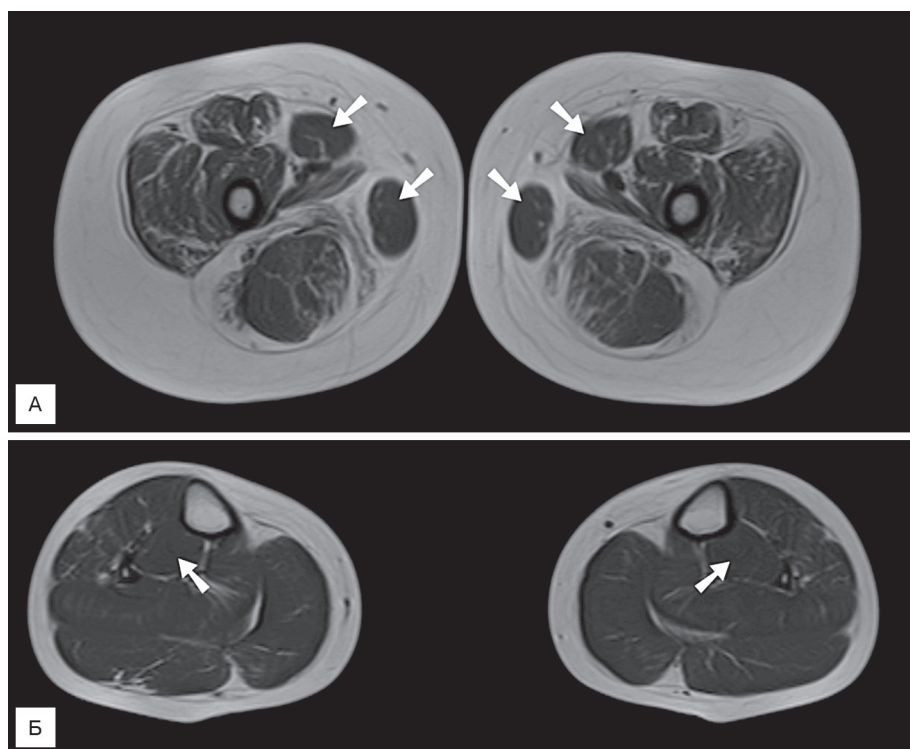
МРТ-изображение бедра (А) и голени (Б) у больного дистрофинопатией (ПМД Дюшенна).
